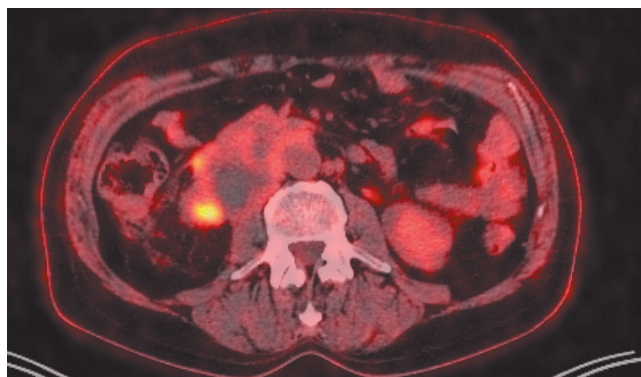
ПЭТ/КТ всего тела с 18-ФДГ после проведения химиотерапии второй линии
